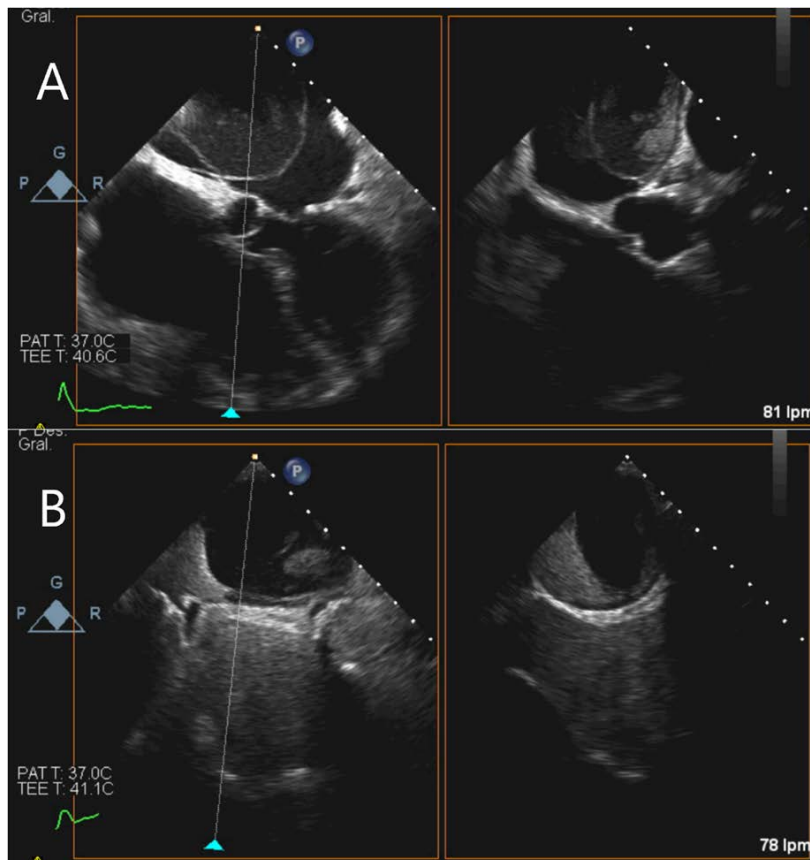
Ecocardiograma transesofágico, proyección X-plane ortogonal sobre la masa. A) Masa esferoidea, móvil y anclada en techo de aurícula izquierda respetando septo interauricular de aspecto heterogéneo, con zonas más hiperecoicas sugestivas de trombo antiguo en techo auricular. Se observa también ecocontraste espontáneo. B) Ausencia de captación del contraste Sonovue por la masa.
